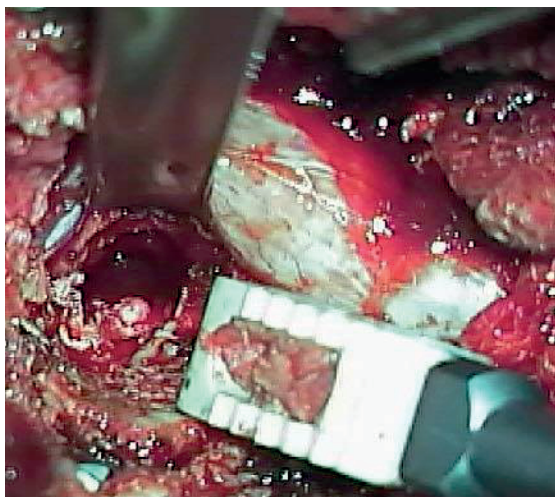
Интраоперационная визуализация под микроскопом, этап установки кейджа методом PLIF (слева) и его расположение на аксиальных срезах МРТ (Фото из личного архива авторов)
